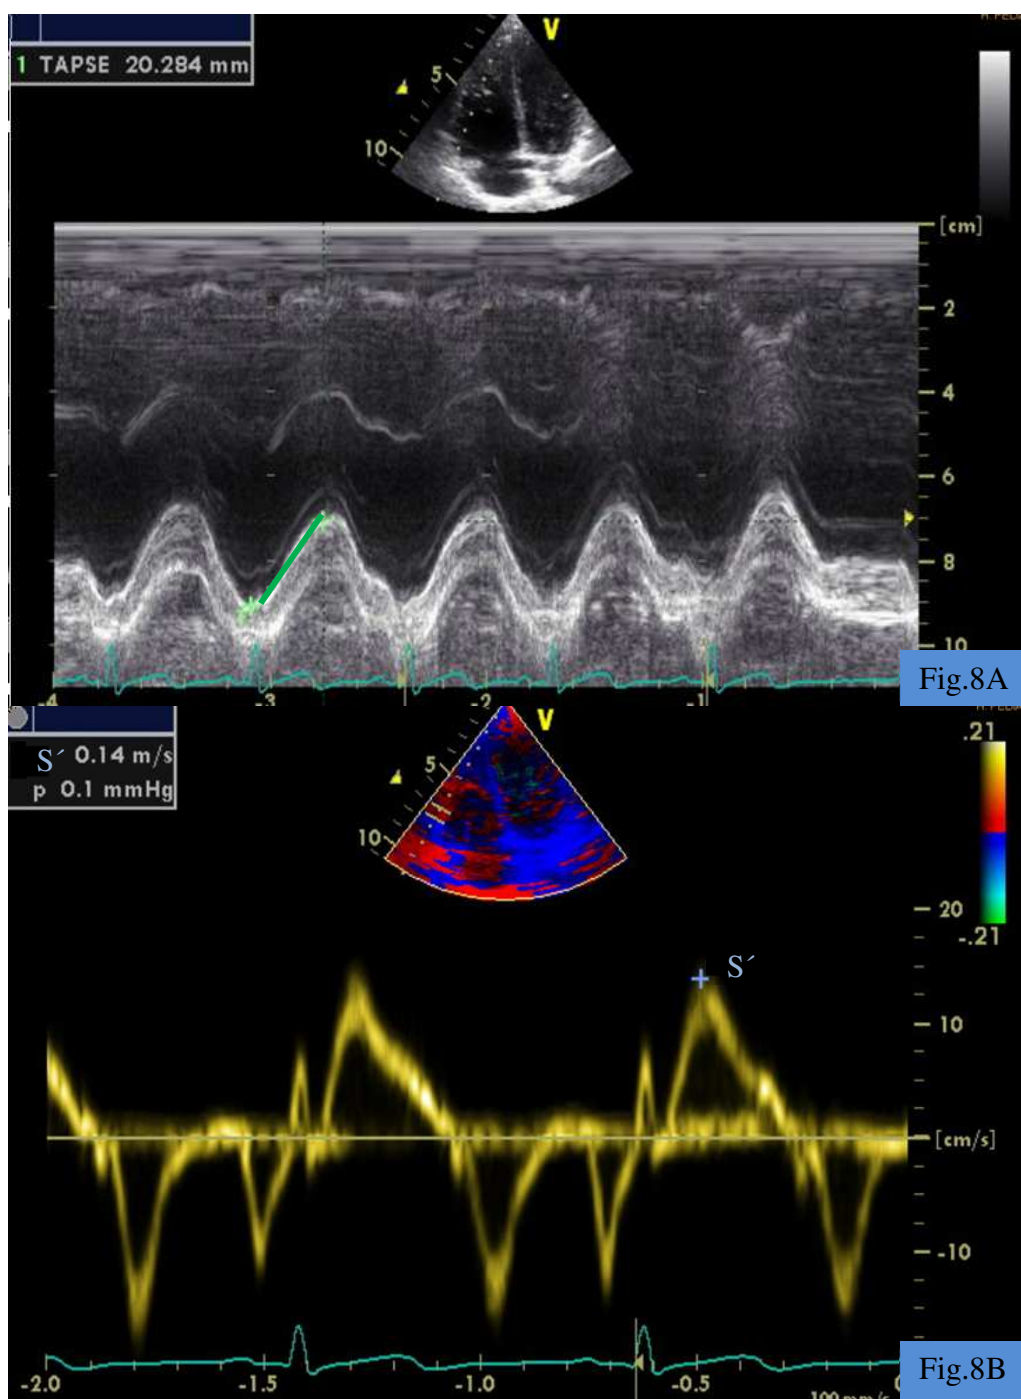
Avaliação da contractilidade do Ventrículo Direito. A Figura 8A mostra a medição da excursão sistólica do plano do anel tricúspide (TAPSE) em modo-M na incidência de quatro câmaras apical; o traço a verde representa a distância percorrida pelo anel da tricúspide entre o final da diástole e o final da sístole. A Figura 8B mostra a velocidade do miocárdio em sístole (S') avaliada por Doppler tecidual na parede ventricular direita.
